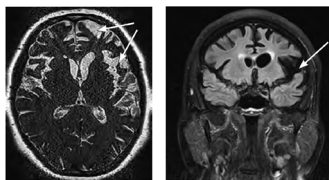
МРТ головного мозга пациента с аППА. Стрелки – атрофия левой задней лобно-островковой области [9].
